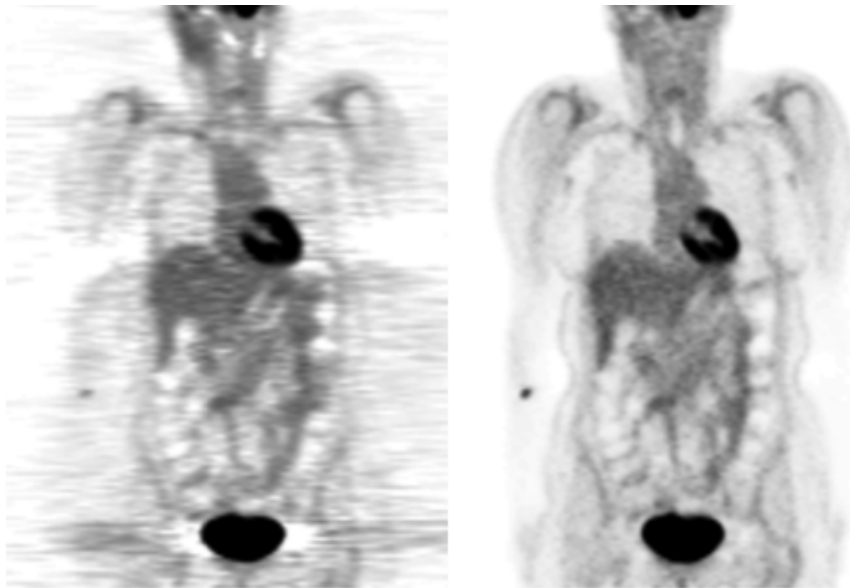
Comparación de las secciones coronales de imágenes PET reconstruidas mediante el FBP (izquierda) y OSEM (derecha). Nota: *The Physics of PET/CT scanners*, Schmitz, Alessio and Kinahan. [6]
